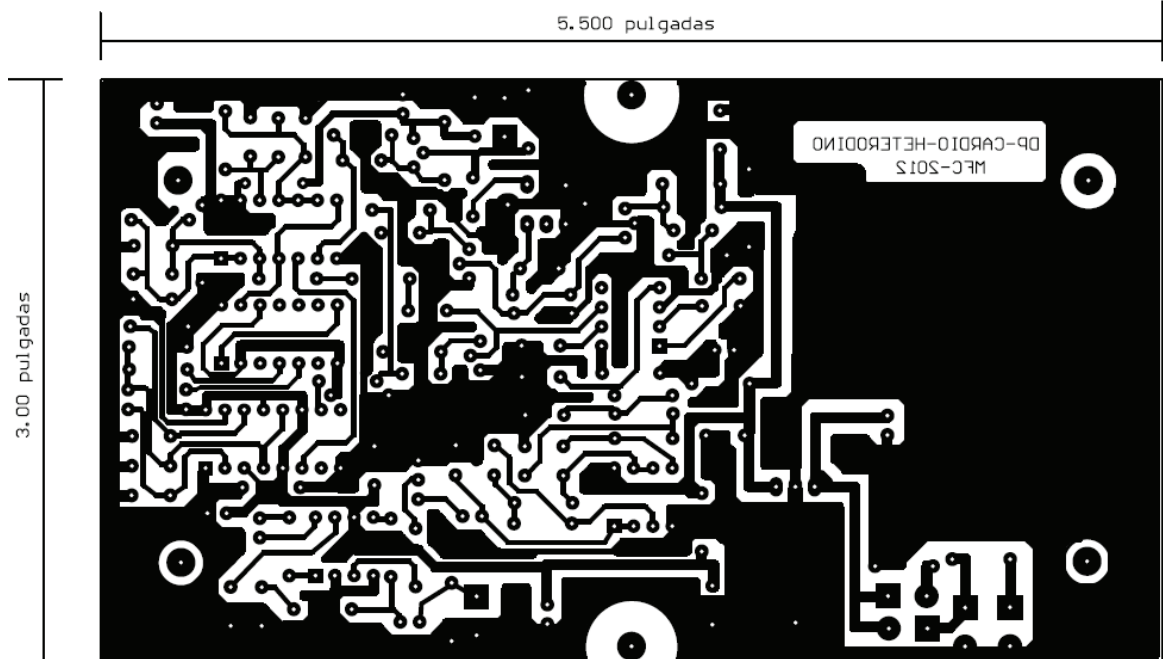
Lado soldaduras del circuito impreso del detector Doppler heterodino.
